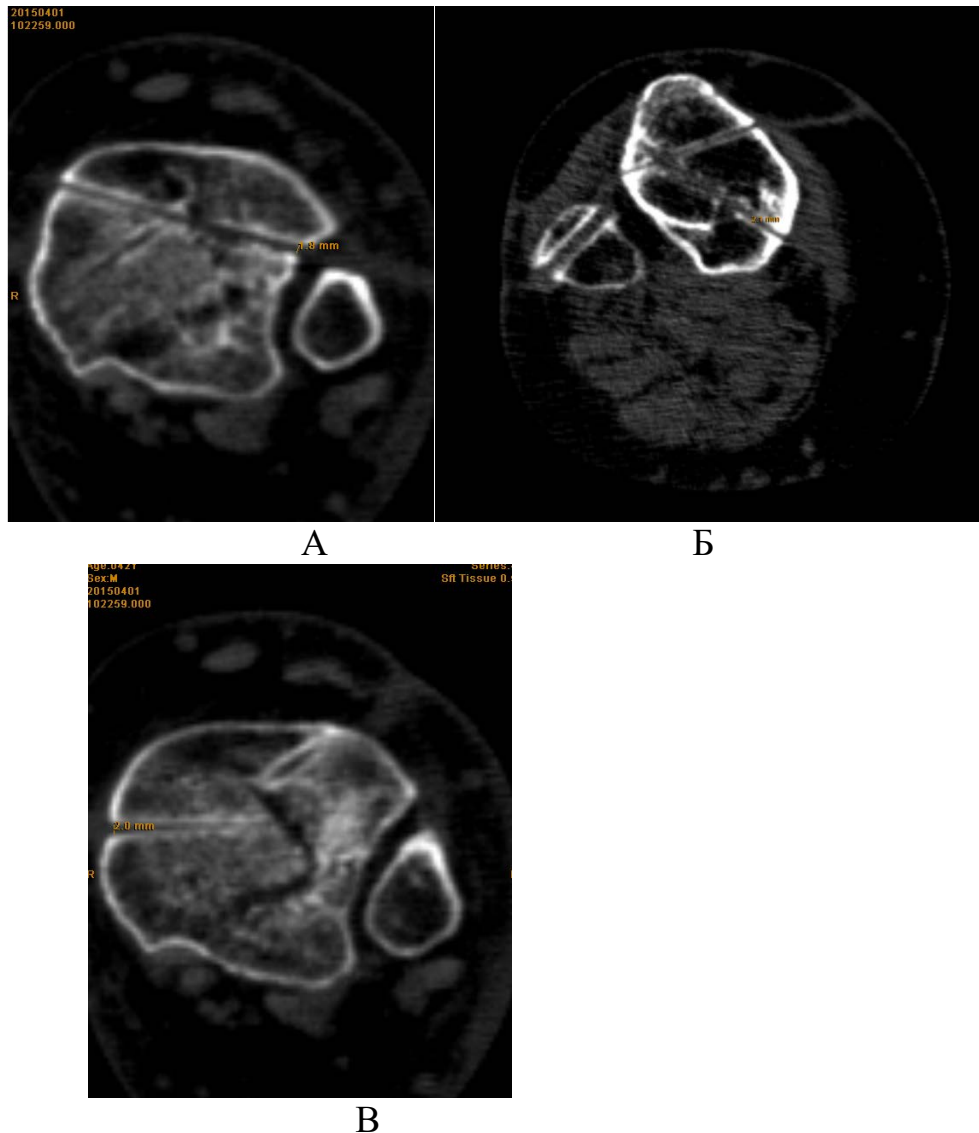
Пациент И., 36 лет. КТ спицевых каналов большеберцовой кости
